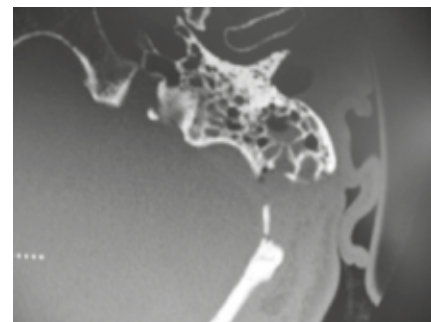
TC assiale la freccia indica ampia erosione ossea post-chirurgica della fossa posteriore sinistra
